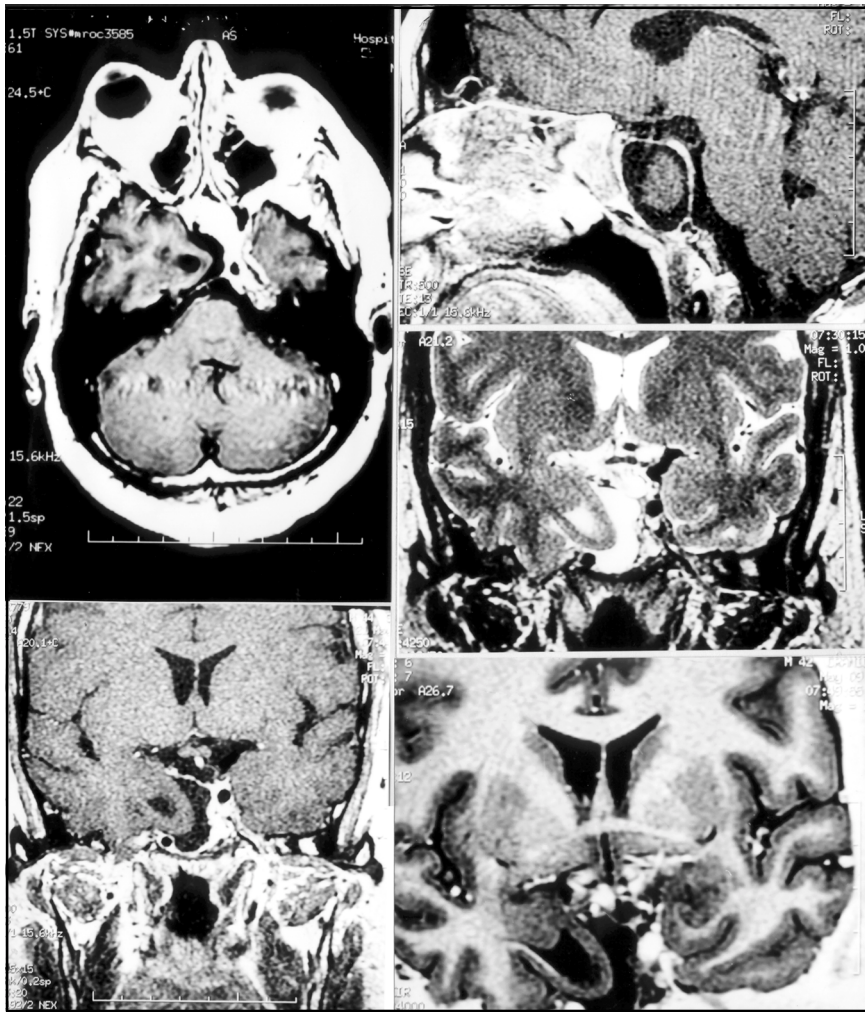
A,B,C,D e E. Ressonância Magnética: Ausência do pavimento da sela e da parede lateral direita do seio esfenoidal, com herniação do lobo temporal para o interior dessa cavidade e das células etmoidais posteriores homolaterais, assim como do corno inferior desse lado e do seio cavernoso com a porção intracavernosa do sifão carotídeo. A haste hipofisária encontra-se deslocada para a esquerda, sendo identificada a hipofise.
